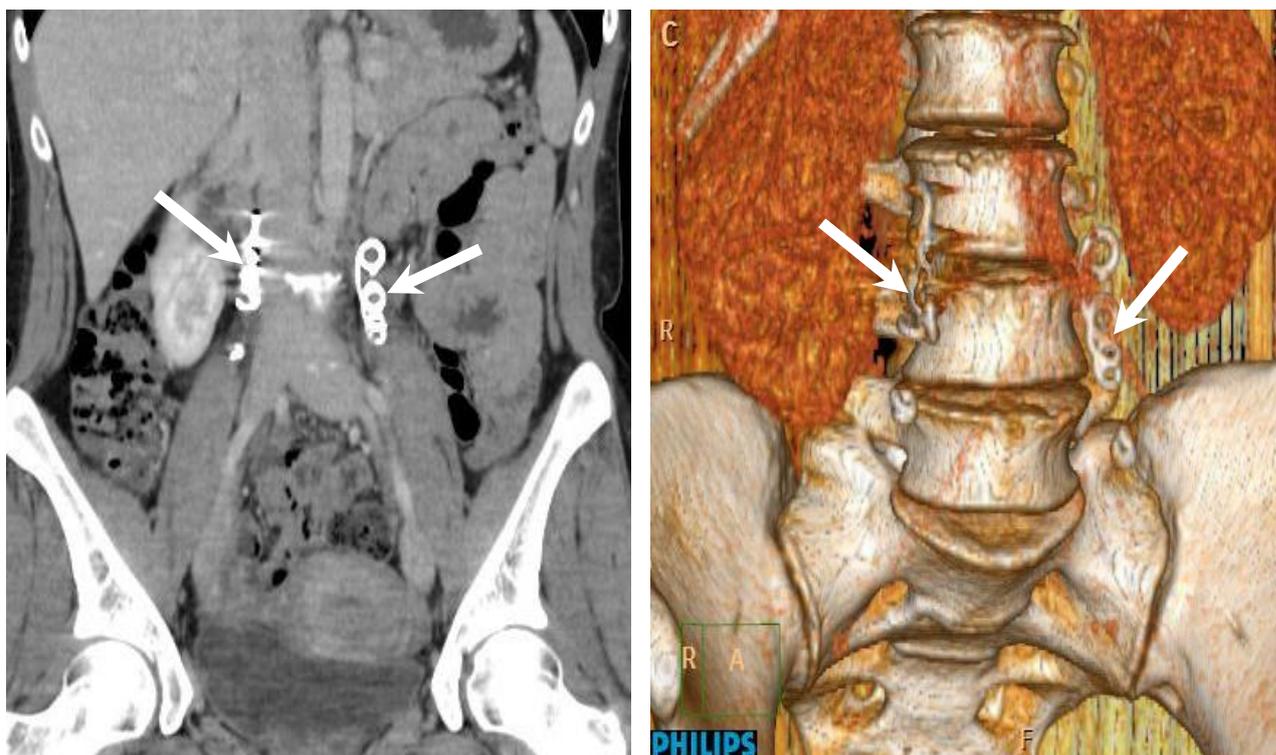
Компьютерные томограммы через 3 года после двусторонней эндоваскулярной эмболизации гонадных вен. Депонирование контрастного вещества в венах малого таза отсутствует, гонадные вены не контрастируются
